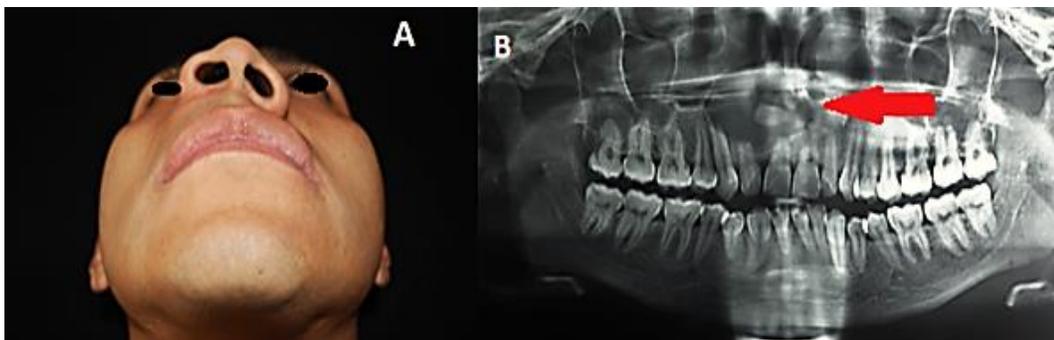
Fotografía caudo-cefálica y ortopantomografía de paciente con diagnóstico de quiste dentígero.⁽⁴⁶⁾
